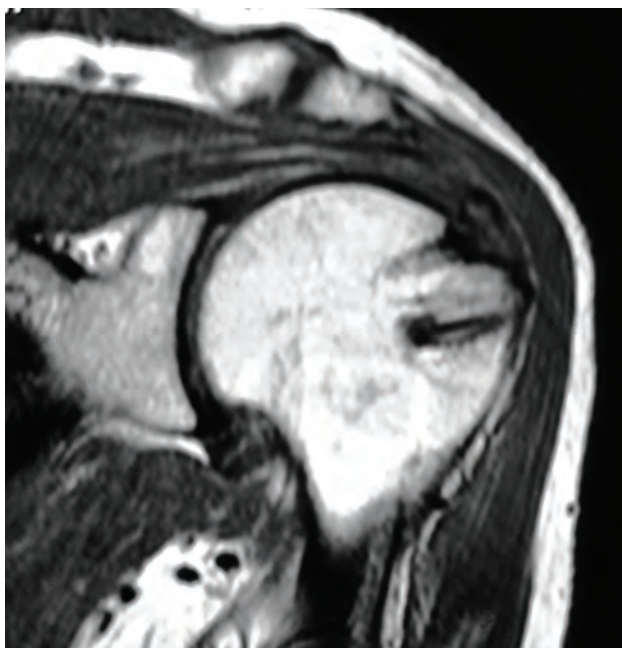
Resonancia Magnética Nuclear: un año postoperatorio de reparación en doble fila tipo equivalente trans-óseo.
